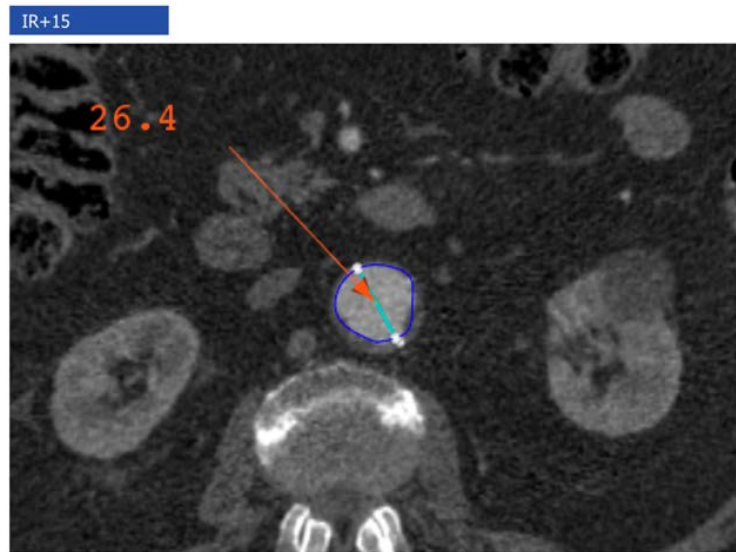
Corte axial de angio-TC que muestra técnica de medida de diámetro aórtico a 15 mm por debajo de la arterial renal más baja.
